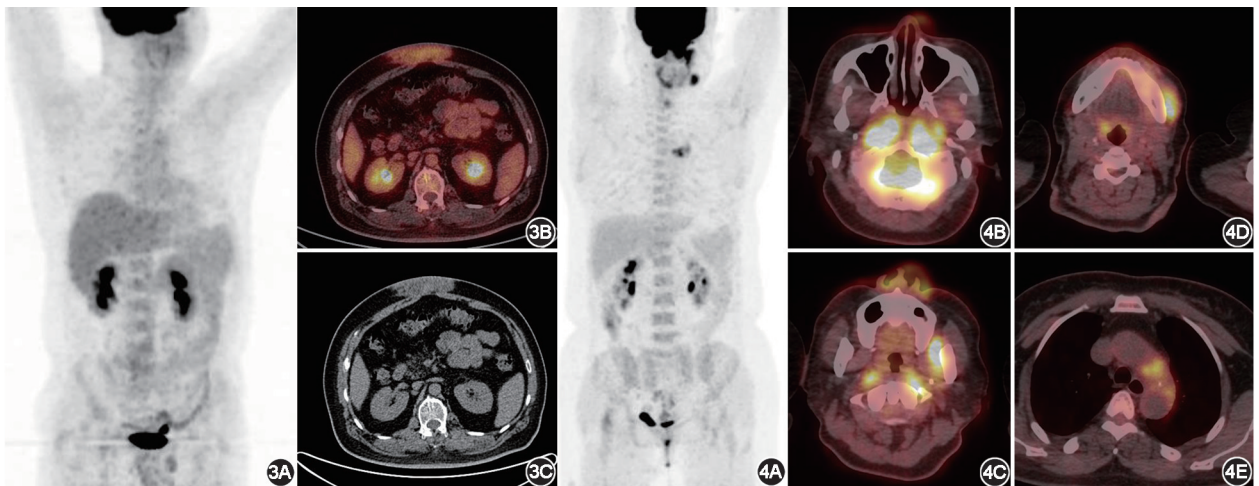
RDD 患者(男,39岁)¹⁸F-FDG PET/CT 显像图 3A. PET MIP 图见下腹部代谢轻度增高灶;3B~3C. PET/CT 融合图及 CT 横断层见腹部皮下代谢增高软组织肿物,SUV_{max} 4.0 图 4 RDD 患者(女,51岁)¹⁸F-FDG PET/CT 显像图 4A. PET MIP 图见颈胸部多发代谢增高灶;4B~4E. PET/CT 融合横断层见双侧鼻咽部、下颌骨旁、主动脉弓旁见多发代谢增高灶,SUV_{max} 15.9
